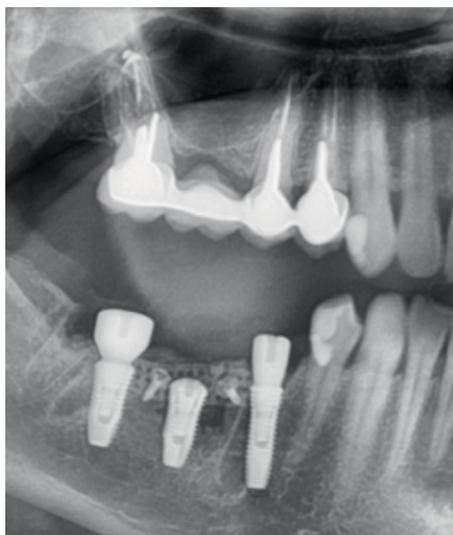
Ортопантомограмма непосредственно после операции
